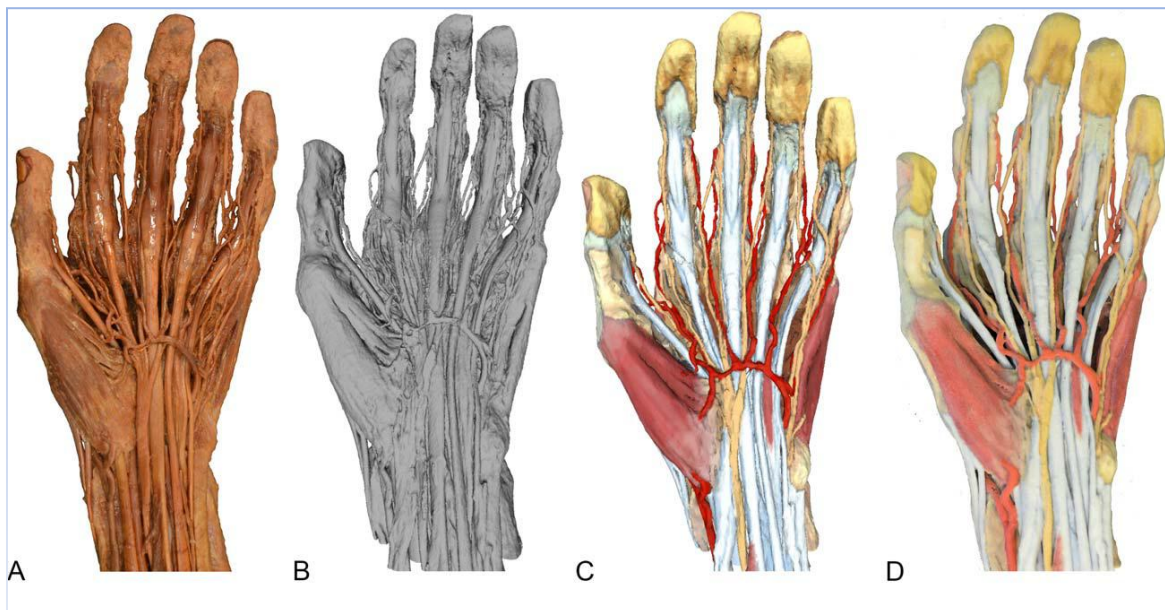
Dissection d'une main et d'un poignet avec des images 3D et un modèle imprimé en 3D. (A) Image de la dissection scanographiée de la main et du poignet; (B) L'image d'ordinateur 3D est construite à partir des données du scanner CT en utilisant un logiciel de traitement d'image, qui crée un fichier de stéréolithographie (.STL); (C) Le scanner ne fournissant pas d'informations sur la couleur, des couleurs anatomiquement réalistes peuvent être ajoutées; (D) Le fichier STL coloré peut ensuite être imprimé en couleur comme une copie 3D de la dissection originale (19).
